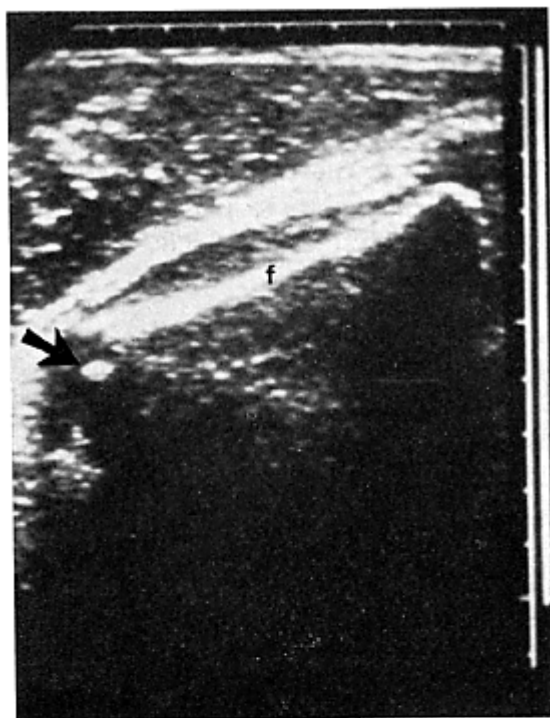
Immagine ecografica del centro di ossificazione distale del femore fetale (freccia) alla 38ª settimana di gestazione; con f è indicato il femore.
